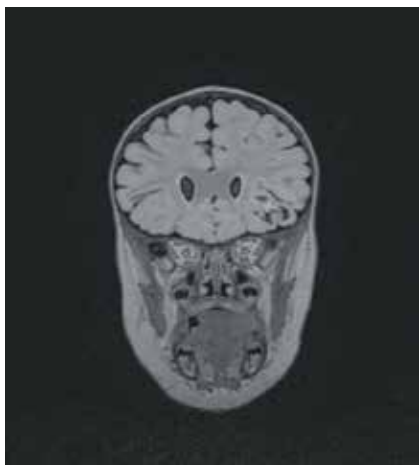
Пациентка С., магнитно-резонансная томография в режиме T1: опухоль в левой лобной области
